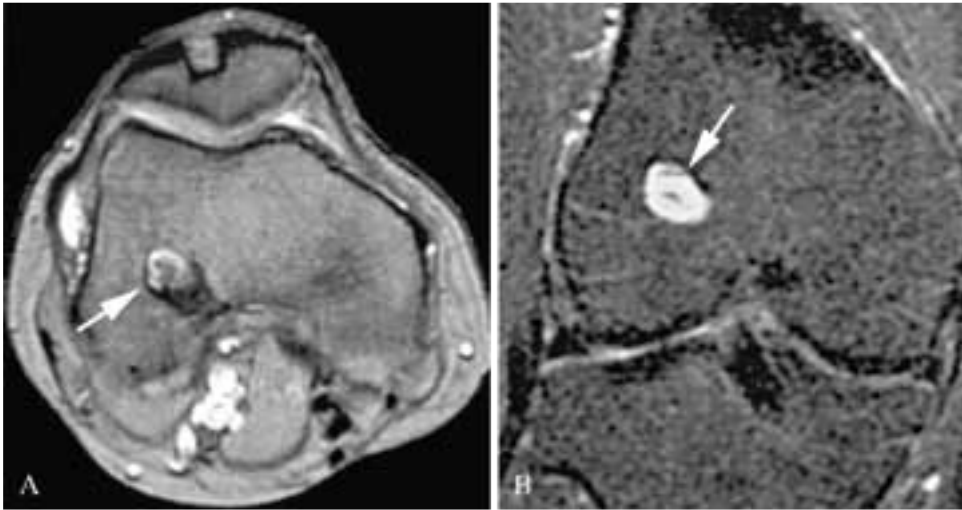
Aspetto normale della degradazione della VIB ad 1 anno dall'intervento. Immagini RM assiale GE T2*^w (A) e coronale STIR (B). In corrispondenza della sede della vite è evidente una formazione simil-cistica a contenuto gelatinoso con segni di apposizione osteofibrosa (freccie). Il midollo osseo limitrofo è di segnale normale.
